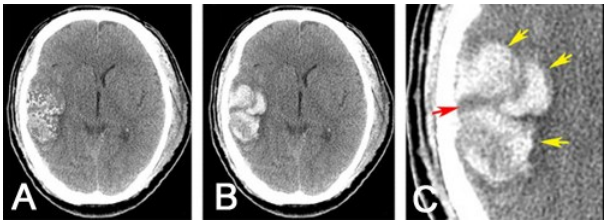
创伤性脑内血肿多血肿模糊征的 CT 表现
